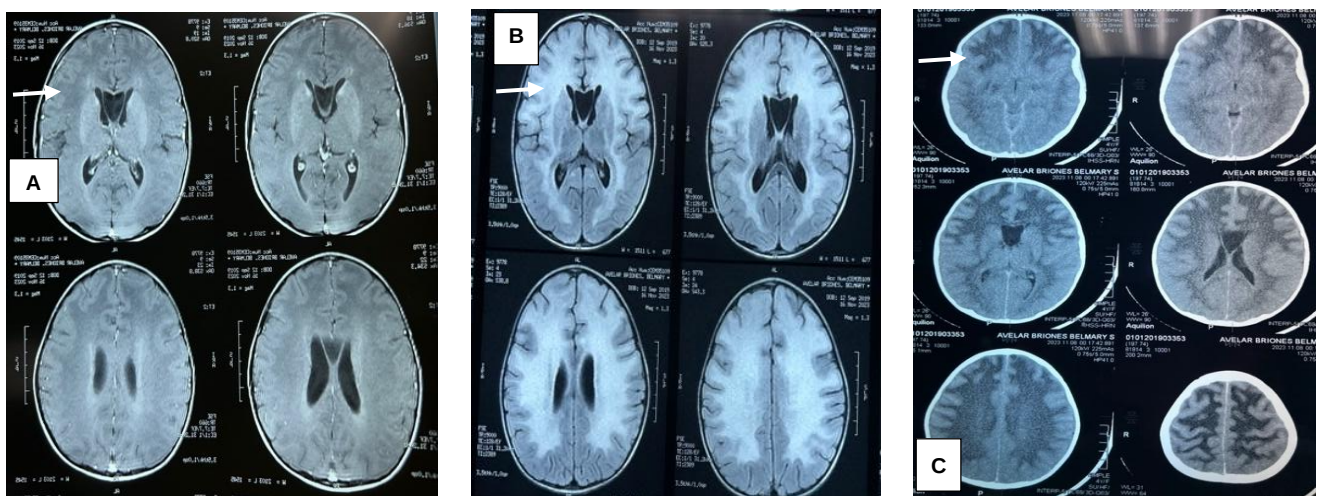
A: resonancia magnética cerebral secuencia t1 afección de los putámenes bilaterales y halo hiper intenso peri ventricular (flecha). B: resonancia magnética cerebral secuencia flair afección de sustancia blanca difusa bilateral de predominio frontal (flecha). C: tomografía cerebral simple marcada hipo densidad simétrica bilateral predominio frontal (flecha).
